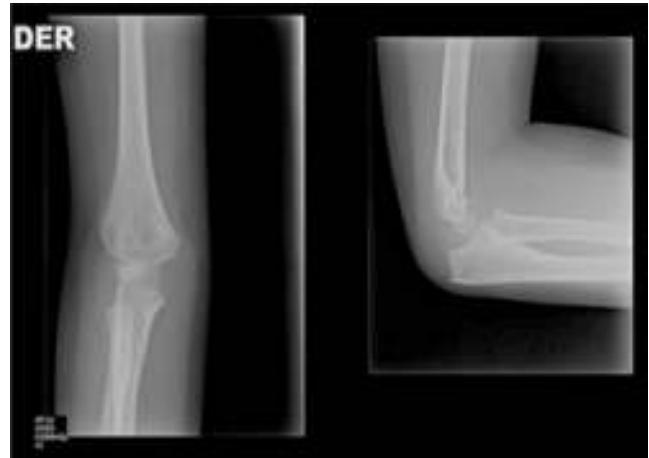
Radiografía de codo derecho preoperatoria y postoperatoria. Corresponde a una luxofractura de Monteggia de tipo III de Bado.
